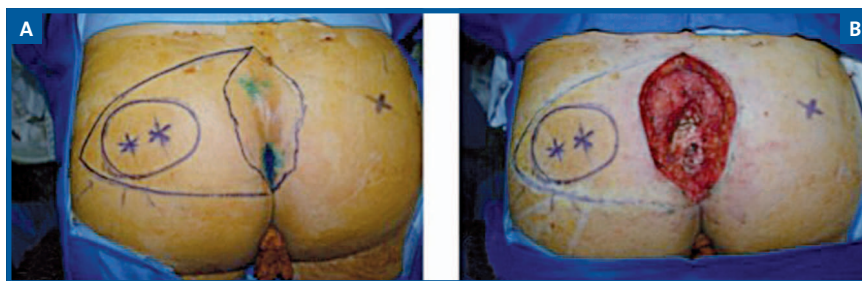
Repérage échographique préopératoire des artères perforantes (cas n° 1). A : Les deux perforantes repérées du côté droit sont incluses dans le lambeau. Nous ne conservons que celles dont le positionnement et le calibre sont optimaux. B : Vue peropératoire après exérèse du kyste pilonidal.
